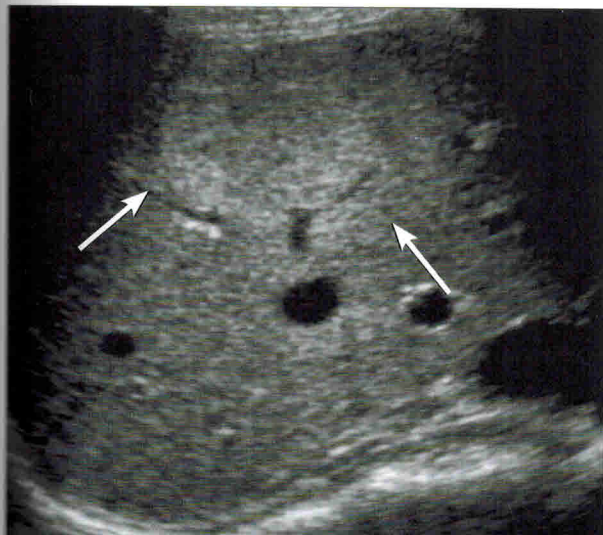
Очаговая узловая гиперплазия. УЗИ
